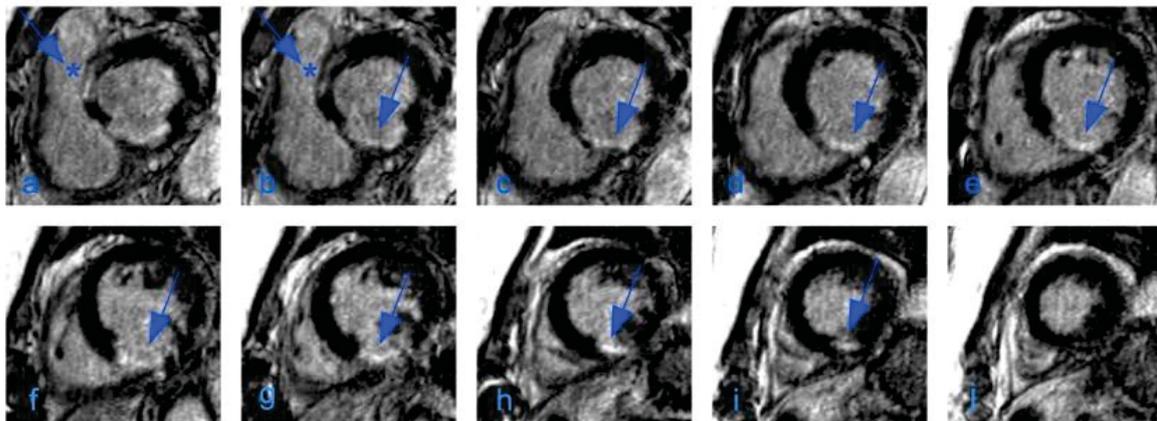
a-j: MRT des gleichen Patienten aus Abbildung 30 mit subaortaler Fibrose und begleitender transmuraler Narbe. Beispiel für einen Patienten mit mehreren Erscheinungsformen des *Late Enhancement*, in diesem Beispiel mit Zeichen einer septalen Fibrose und einer ischämischen Narbe der lateralen Wand. Dieser Patient wurde in den folgenden Tabellen 6-8 ausgeschlossen. —▶ intramurale Signalanhebung subaortal septal als Zeichen einer Fibrose. —▶ transmurale Signalanhebung basal inferior, medial inferior und apikal inferior als Zeichen einer ischämischen Narbe. Navigator-gesteuerte 3D IR-TFE. Fortlaufende Schnitte.
